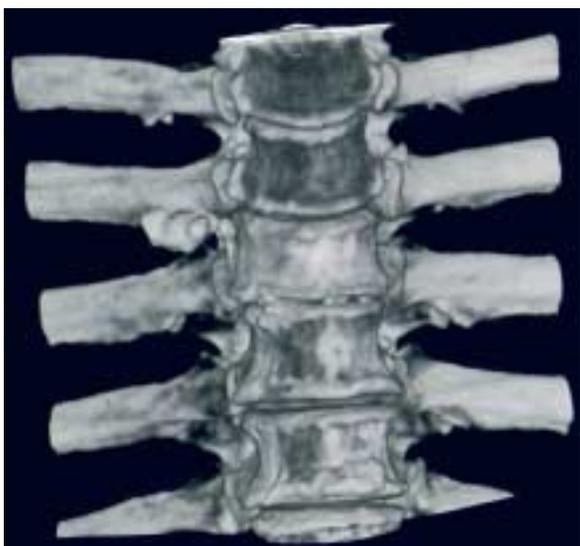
Zementaustritte im 3D-CT
